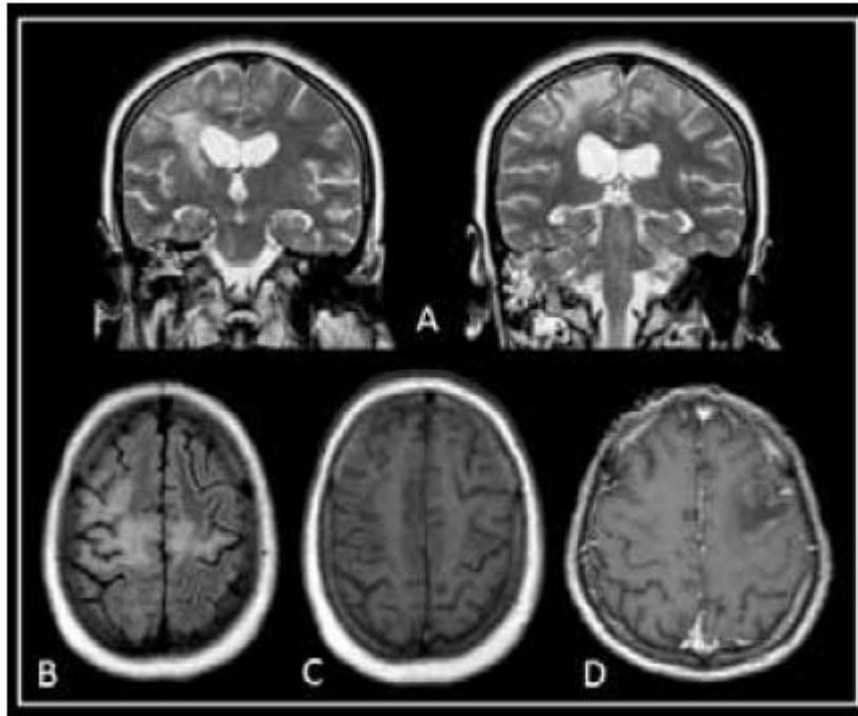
LMP. Lesões hiperintensas em T2 (A) e FLAIR (B) da substância branca subcortical, com envolvimento das fibras em U e com tradução em T1 (C), apresentando hipossinal. Normalmente, não se observa realce, mas pode existir realce periférico.(23)
